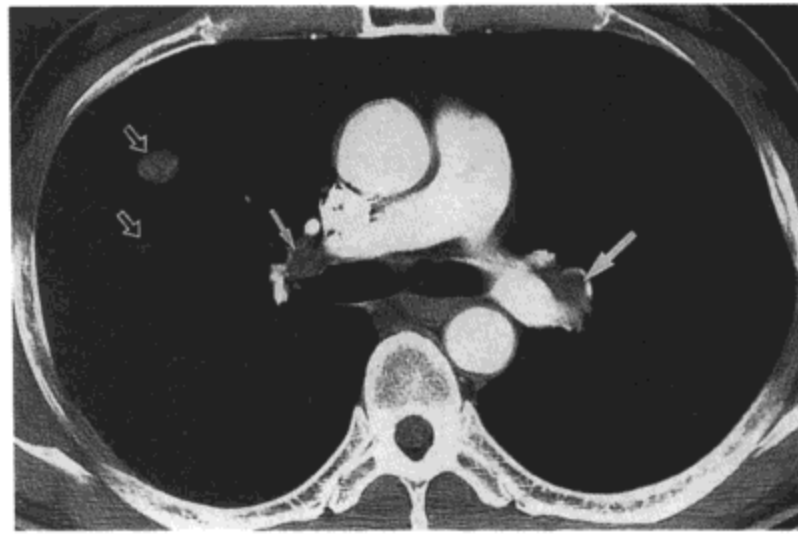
支气管内与肺转移。对比剂增强 CT 影像 (7.0mm 层厚) 示左肺上叶尖段支气管内结节 (大实箭号)。右侧肺门淋巴结肿大 (小实箭号) 与肺转移 (空箭号) 也很明显。病人为一 57 男性肝细胞癌患者。
